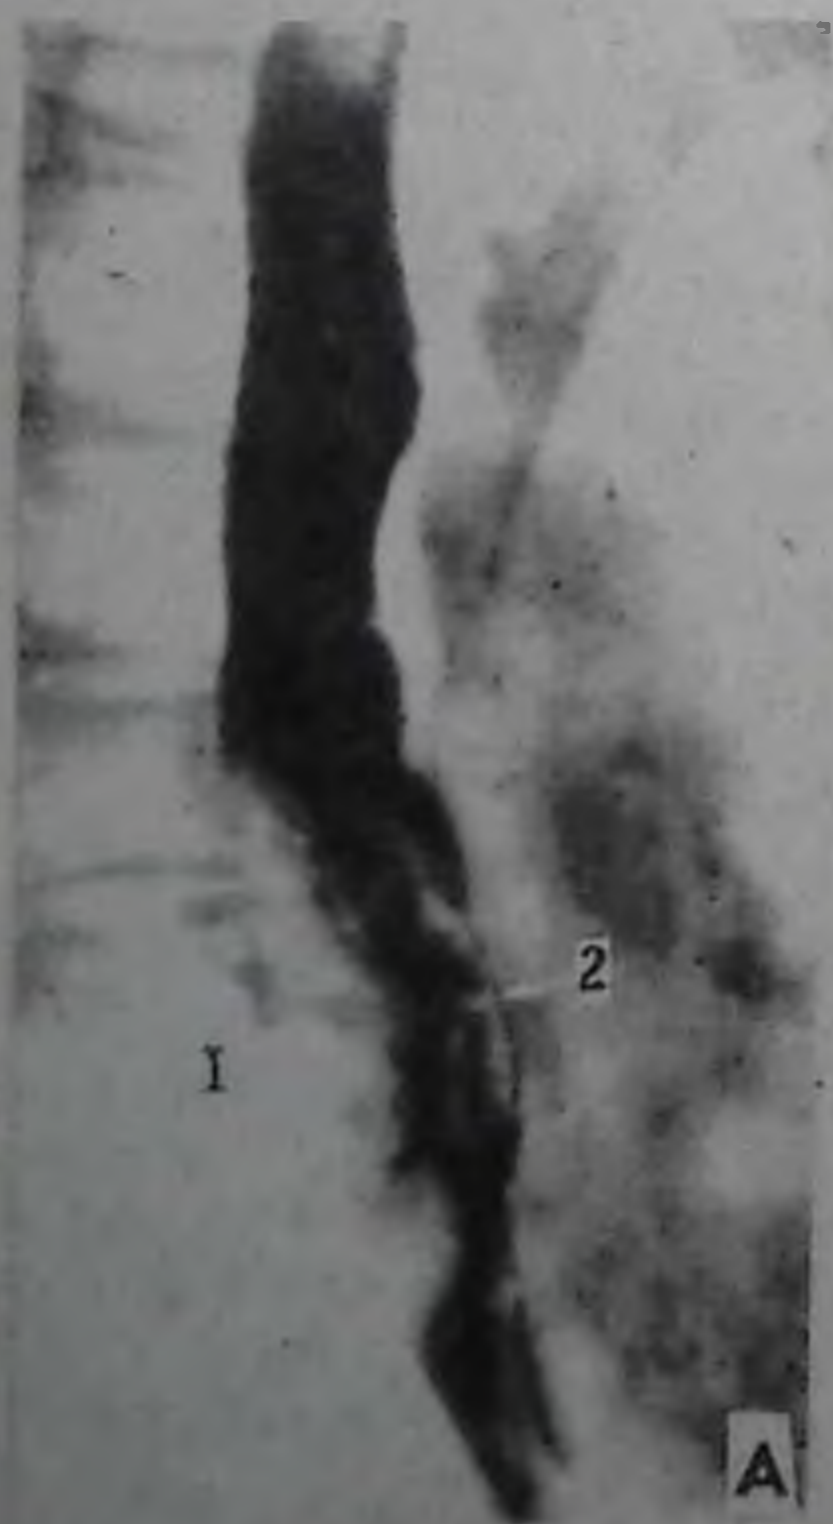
А. Рентгенограмма пищевода. Экзофитный рак:
